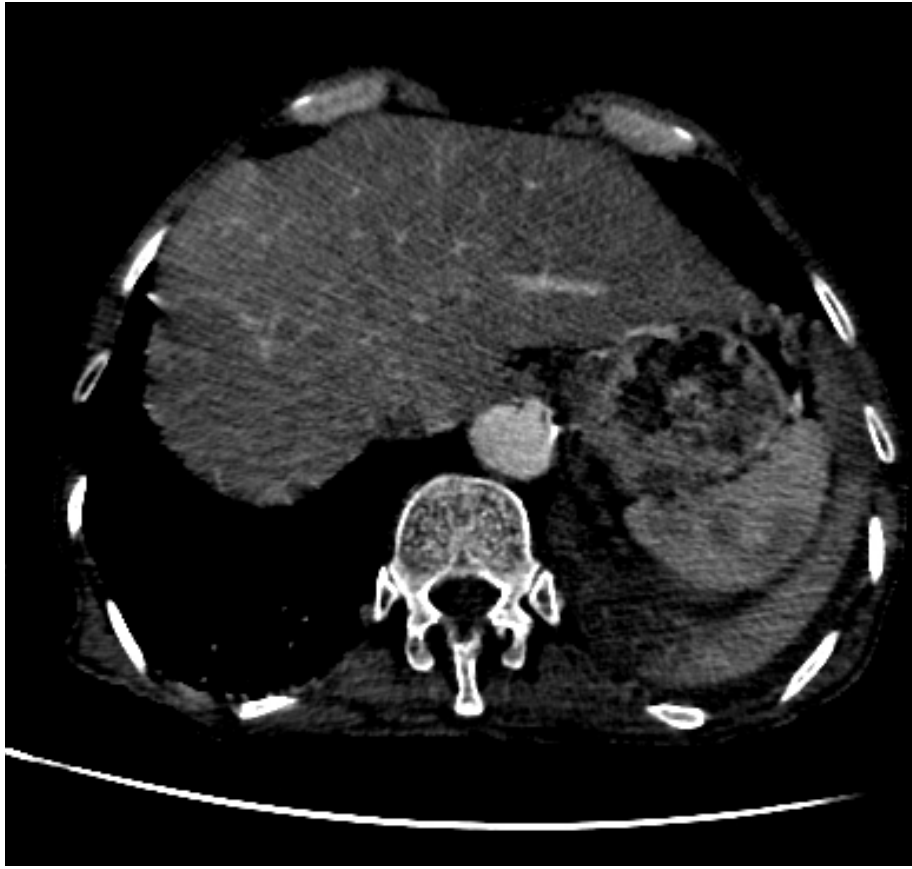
TDM abdominale en coupe axiale au temps portal montrant une plage hypodense splénique supérieure à 3 cm en rapport avec une fracture grade III de l'AAST
